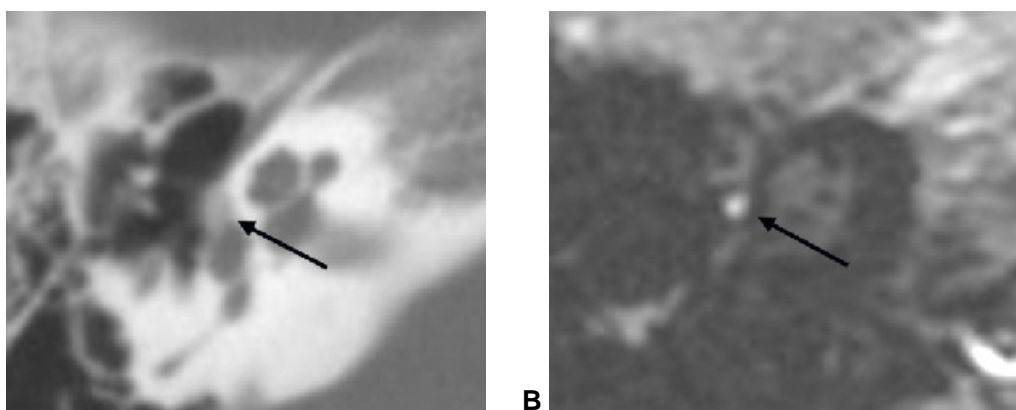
Imagens no plano axial, de tomografia computadorizada (em A) e ressonância magnética com seqüência ponderada em T1 pós-contraste com saturação da gordura (em B), ilustrando o local mais frequentemente acometido pela otosclerose, a região da fissula ante fenestram, situada anteriormente à janela oval, em íntima relação com a platina do estribo.
